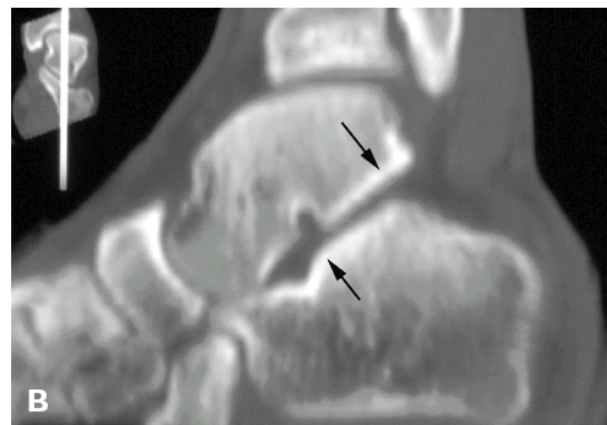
Sagittale CT-Rekonstruktion der Subluxation des Talus und Calcaneus (Pfeile), aus SIJBRANDIJ [70]
